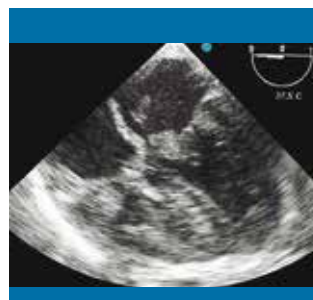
Ecocardiografía transesofágica, corte de 4 cámaras. Se observa vegetación a nivel de la válvula mitral hacia aurícula izquierda
